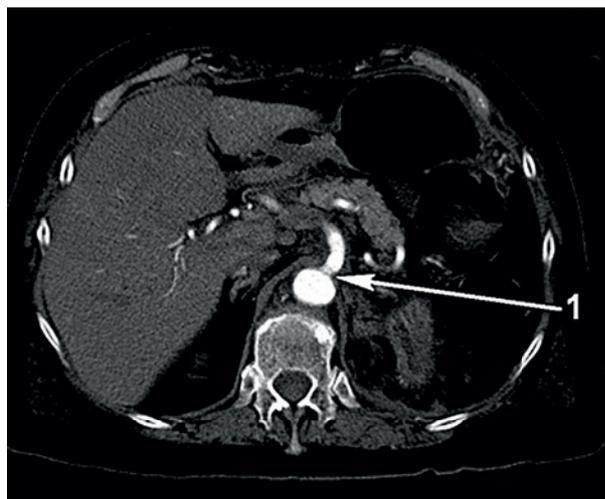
КТ на 16-е сутки после операции (аксиальный и сагиттальный срезы). 1 – реимплантированный участок верхней брыжеечной артерии, анастомоз с аортой, контраст поступает в верхнюю брыжеечную артерию ортоградно.
